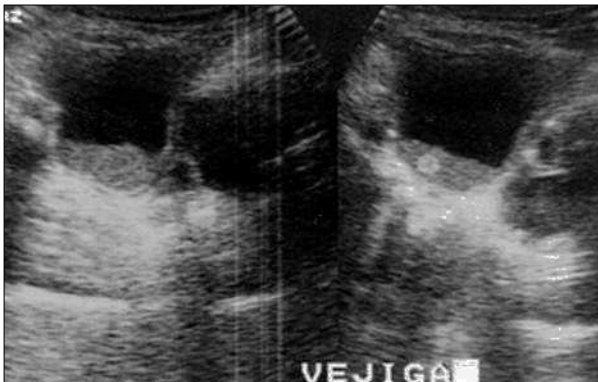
Ecografía de riñón izquierdo: contenido ecogénico móvil, en vejiga y uréter.
